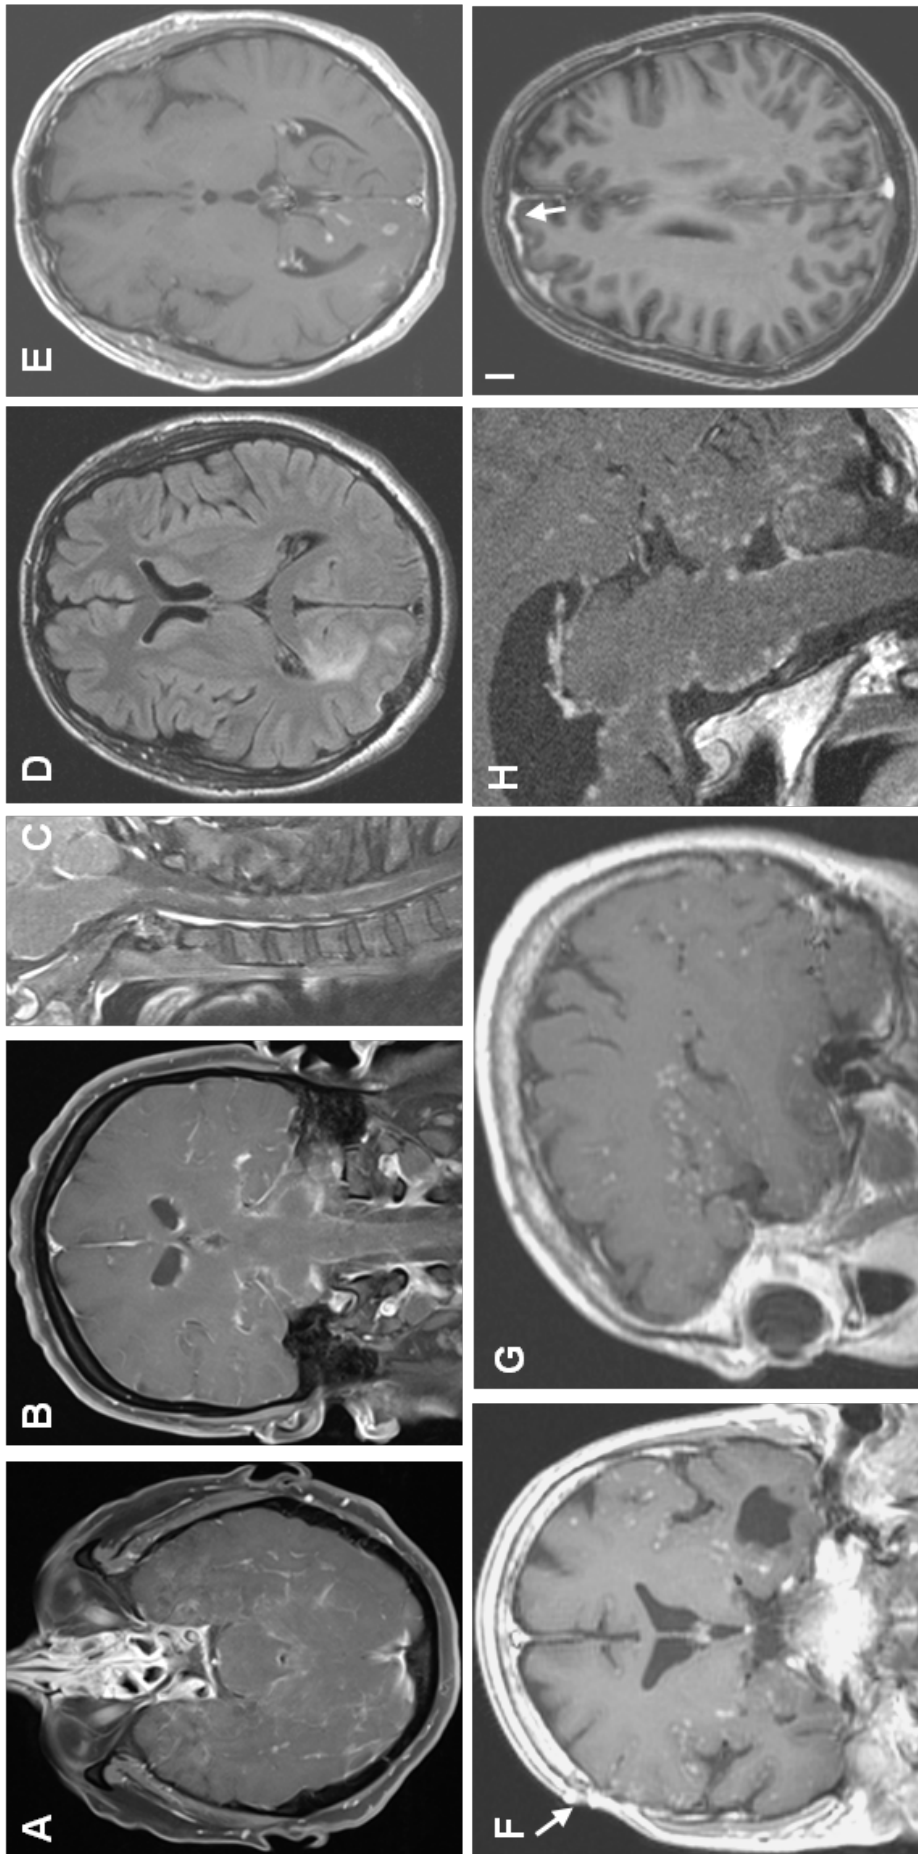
MRT Befunde von Patienten aus dieser Studie. (A,B) Gadolinium-(Gd)-angereicherte axiale und koronare T1 - gewichtete Aufnahmen mit diffuser leptomeningealer Anreicherung mit einem linearen Aspekt. (C) Eine sagittale Gd-angereicherte T1 - gewichtete Aufnahme desselben Patienten wie in A und B zeigt auch im cervicalen Rückenmark eine leptomeningeale Gd-Anreicherung. (F,G) Koronare und sagittale T1 - gewichtete Aufnahme mit einer diffusen leptomeningealen Gd-Anreicherung bei einem weiteren Patienten mit nodulärem Aspekt. Der Pfeil in F markiert einen rechtsparietalen Knochendefekt nach einer Gehirnbioptie. (H) Diffus knötige leptomeningeale Gd-Anreicherung in einer T1 gewichteten Aufnahme im Hirnstamm, vierten Ventrikel und Kleinhirn. (D,E) Axiale flüssigkeitsabgeschwächte Inversionskorrektur (FLAIR) und Gd-angereicherte T1 - gewichtete Aufnahme eines weiteren Patienten mit einer rechts occipitalen parenchymalen hyperintensiven Läsion mit Kontrastmittelanreicherung. (I) Axiale Gd-angereicherte T1 - gewichtete Aufnahme mit rechts frontaler duraler Anreicherung (Pfeil). Mit Ausnahme des Patienten in H, der eine Lungenbiopsie mit Nachweis einer Sarkoidose hatte, wurde in allen Fällen die Diagnose Neurosarkoidose durch eine Gehirnbioptie gesichert.
